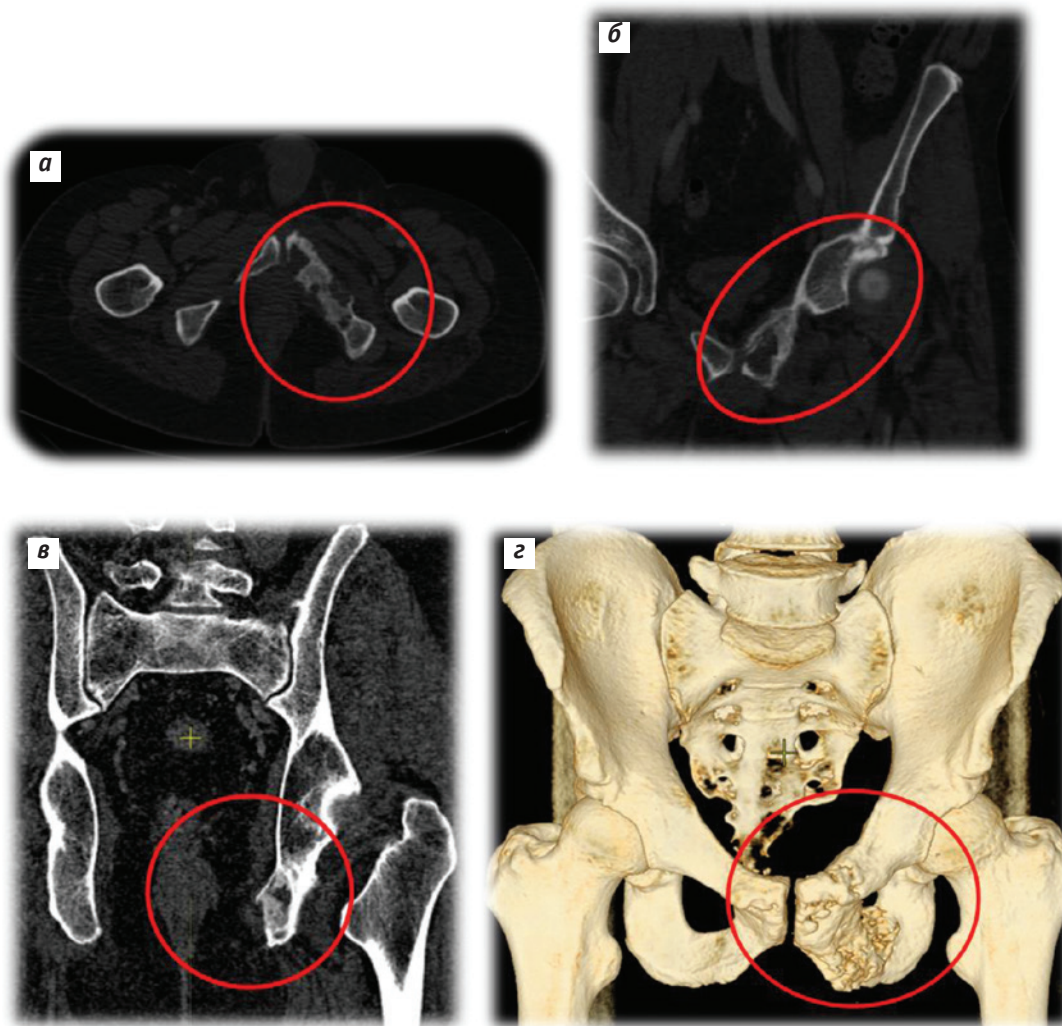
Компьютерная томография костей таза от 19.09.2016: горизонтальный (а), фронтальный (б, в) срезы; 3D-реконструкция (г)
